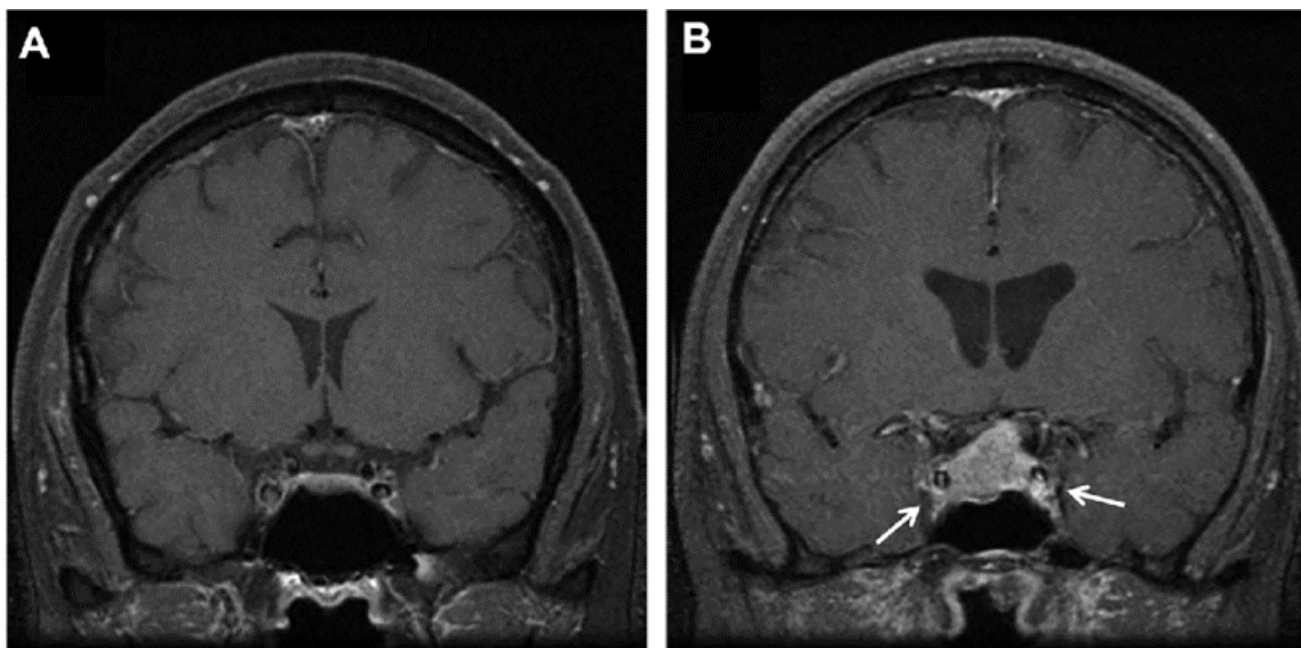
МРТ головного мозга. Размеры опухоли по классификации Knosp.
